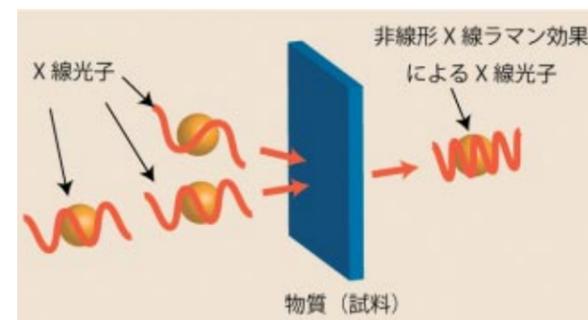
●非線形X線ラマン効果の概要 物質（試料）にX線自由電子レーザーのX線光子を高密度に照射すると同時に、波長のやや長いX線光子を照射すると、X線自由電子レーザーよりも波長の短いX線光子（コヒーレント・アンチストークス・ラマン散乱）が発生する
